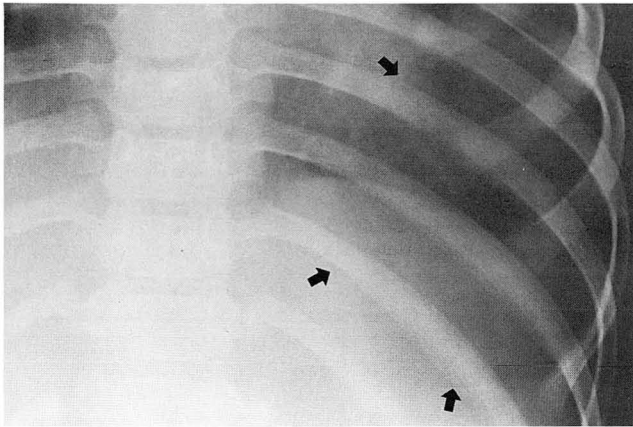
Plain radiograph shows a well-defined radiolucent mass on left lower thorax(arrows).
